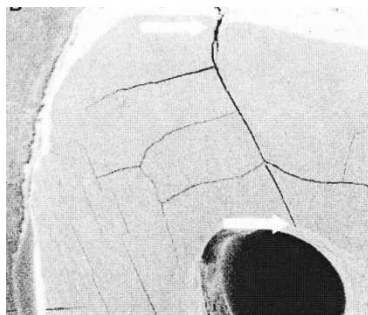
Micro-craquelure complète suite à la préparation ultrasonique
